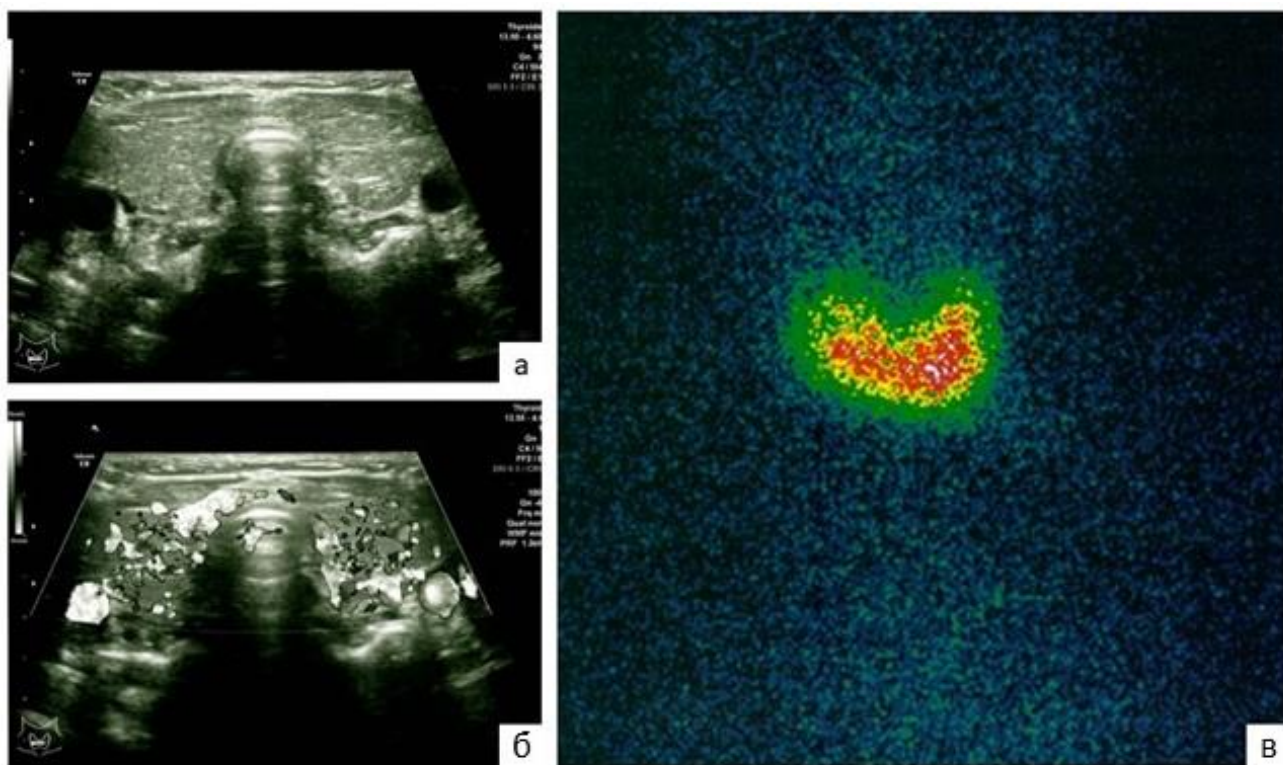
Щитовидная железа в типичном месте у пациента 4 лет по данным: УЗИ в продольной проекции (а), УЗИ с применением ЭДК (б) и скintiграфии с ^{99m}Tc-пертехнетат в планарном режиме (в)
